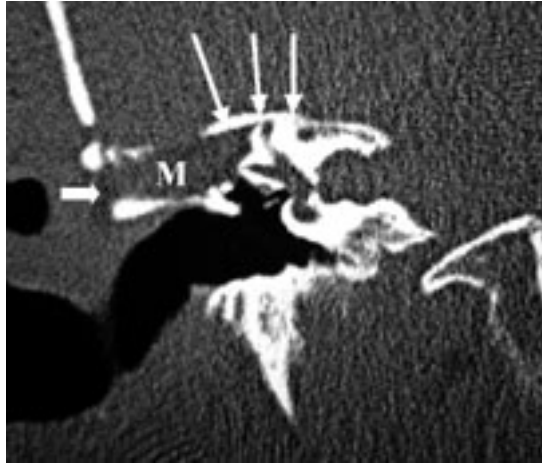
TC coronal del mismo oído derecho que se representa en la figura 20. Se ha realizado un acceso transmastoido. Nótese las flechas finas que señalan un fragmento de hueso taponando la fístula del canal y buena parte de la dehiscencia del Tegmen. Se aprecia en forma de falta de hueso, la brecha quirúrgica de la superficie mastoidea (flecha gruesa). La cavidad de mastoidectomía (M) esta ocupada por grasa abdominal y por eso permanece ocupada
